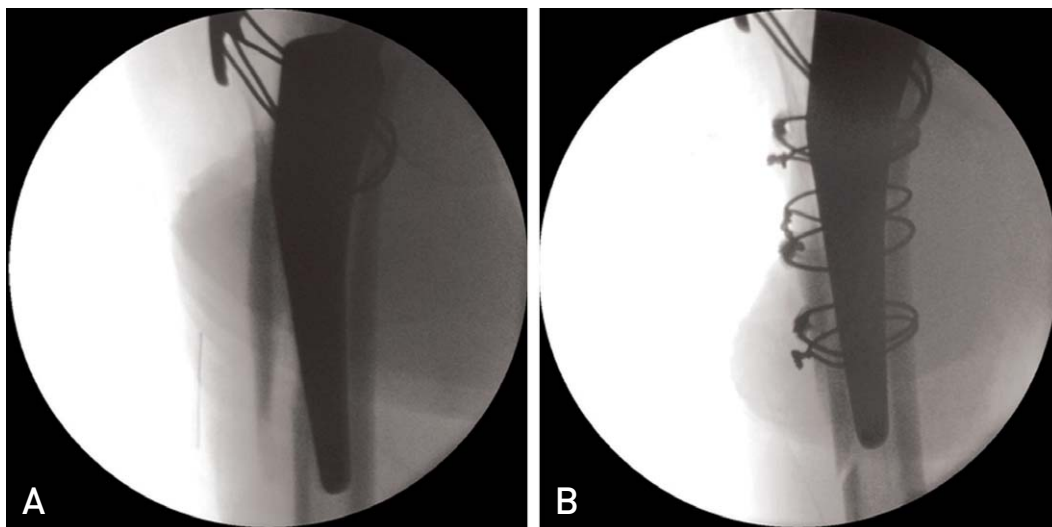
A 85-year-old female with right hip pain. (A) Radiograph of intraoperative scanning of bipolar hemiarthroplasty using cementless stem for intertrochanteric fracture. During press-fitting, a periprosthetic fracture occurred. (B) Additional fixation with multiple wirings was done for long oblique periprosthetic fracture.
